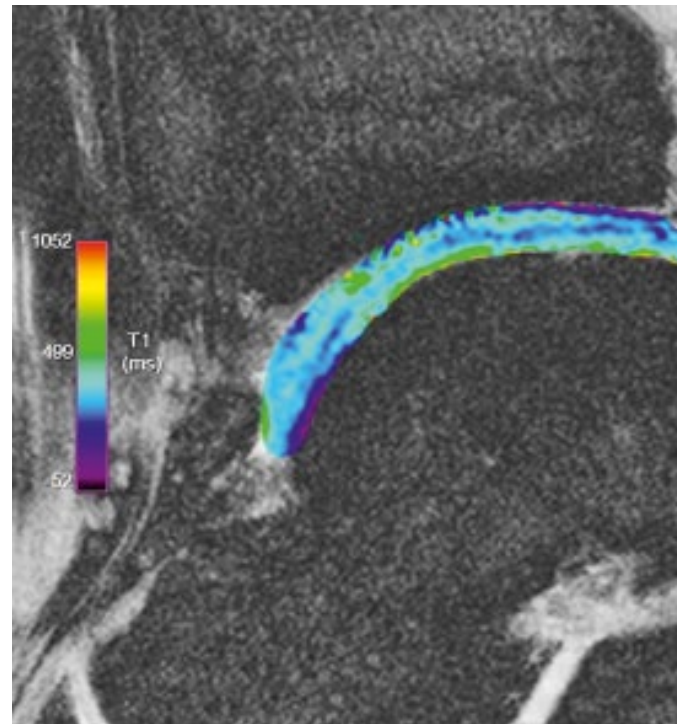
dGEMRIC. MRT-Gadoliniumdiffusionsbild 12 Monate nach Rekonstruktion einer osteochondralen Läsion mit der AMIC-Technik. Dieser 18jährige-Patient ist absolut beschwerdefrei und kann bei voller Funktion wieder intensiv Fußball spielen. Die dGEMRIC Analyse zeigt einen qualitativ und funktionell normalen Knorpel (Courtesy M. Miska, Universitätsspital Basel).
